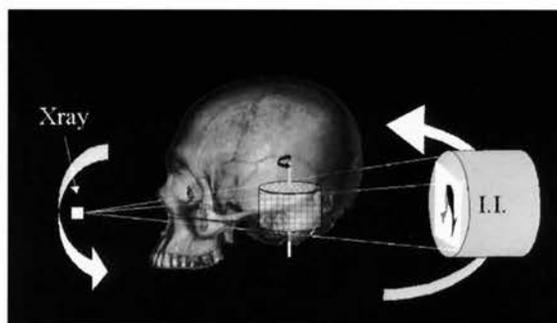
小照射野三次元X線CT(Ortho-CT)の原理図
